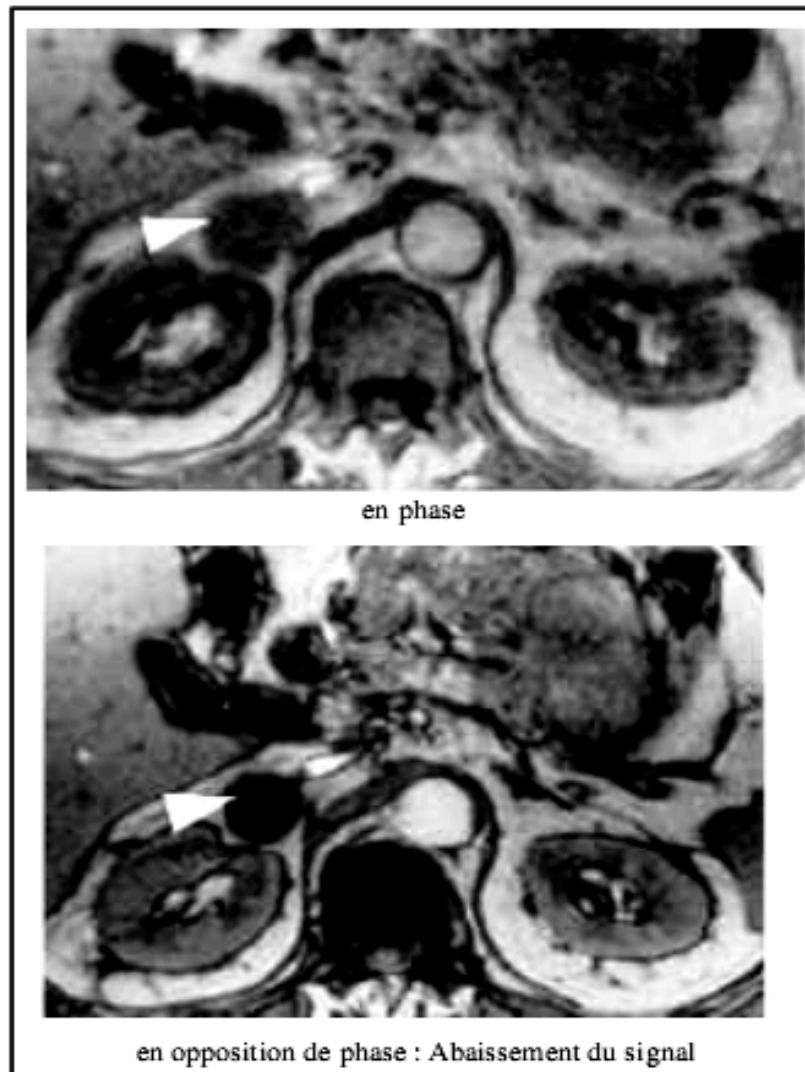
IRM en phase/ opposition de phase [35]
